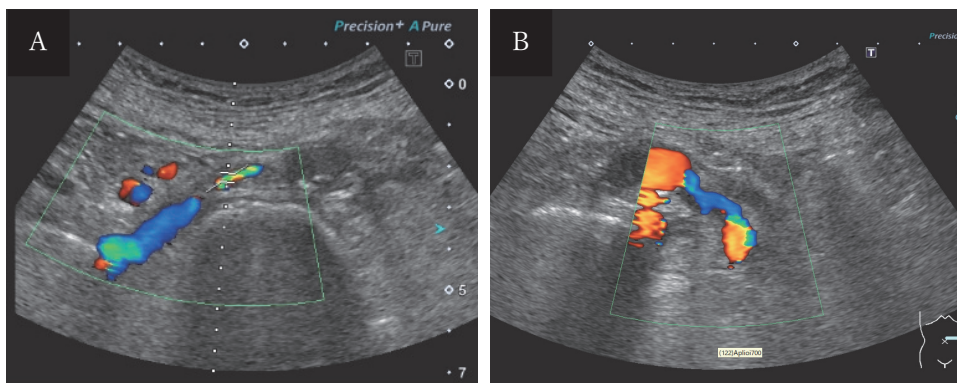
renal vascular ultrasound
